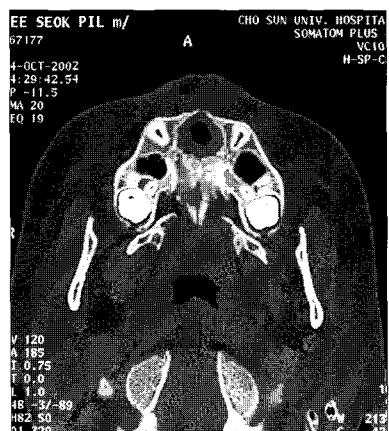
CT shows radiolucent lesion of 18.9×17.1mm size.
